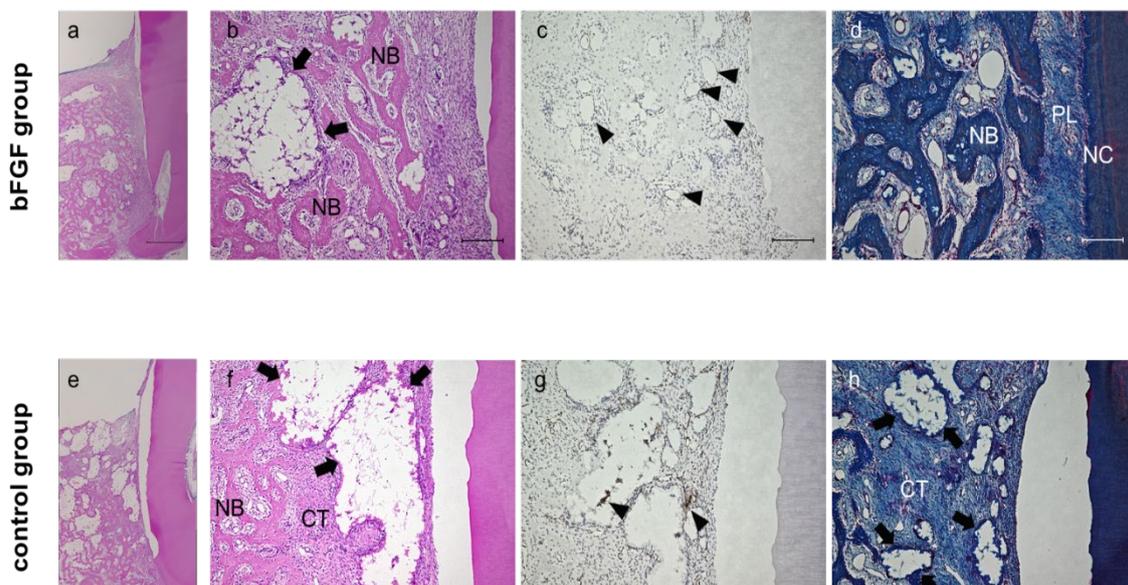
移植 2 週後の HE 染色、アザン染色、免疫染色による組織学的評価 (上) 実験群 (下) 対照群。矢印; 残存  $\alpha$ -TCP、三角; 血管、NB; 新生骨、CT; 結合組織、NC; 新生セメント質、PL; 歯根膜細胞
